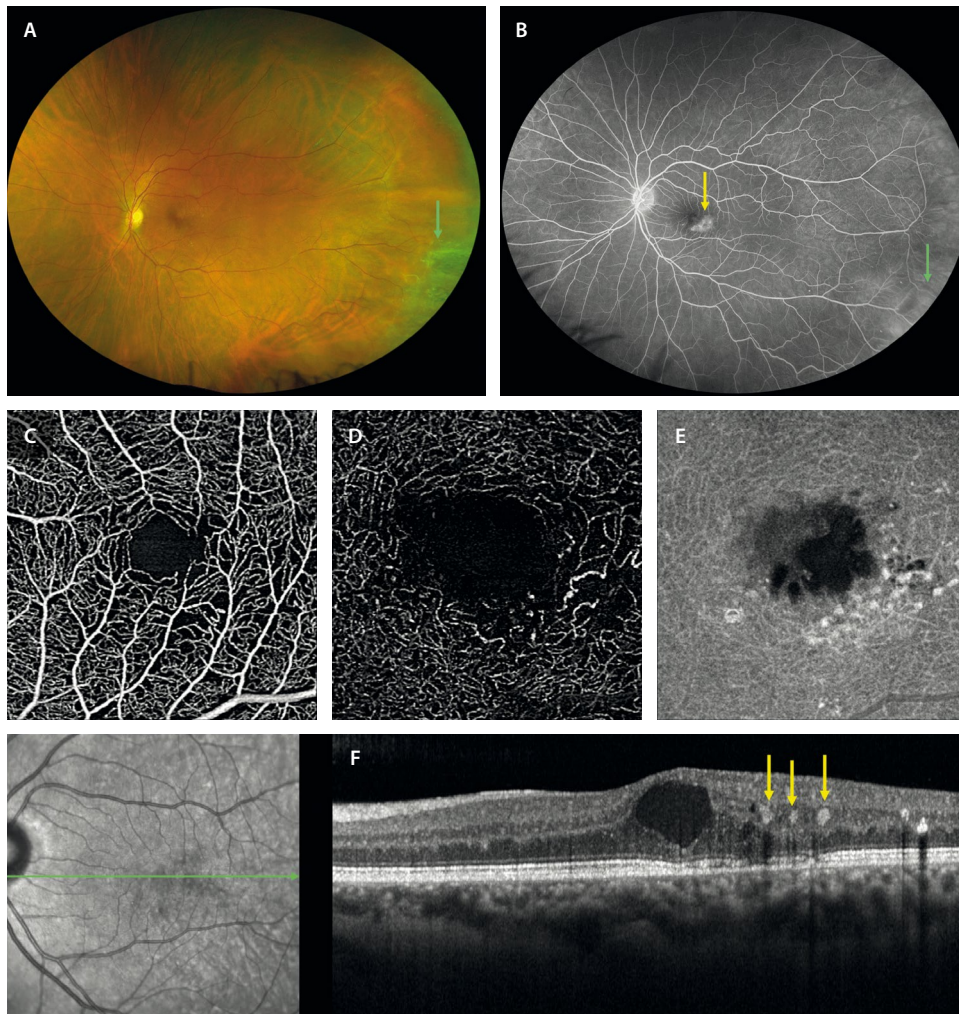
Telangiectasias maculares de tipo 1. A) La retinografía de campo amplio muestra cambios maculares, pero también cambios periféricos telangiectásicos (flecha verde) en estos pacientes. B) La angiografía con fluoresceína de campo amplio demuestra la exudación hiperfluorescente de las lesiones maculares (flecha amarilla) y de las lesiones periféricas (flecha verde). C) Angiografía por tomografía de coherencia óptica del plexo capilar superficial que detecta un agrandamiento de la zona avascular foveal y una disminución de la densidad capilar. D) Estos cambios son más notorios en el plexo capilar profundo, donde se aprecian los cambios telangiectásicos y los aneurismas capilares. E) La imagen *en face* de la tomografía de coherencia óptica estructural permite realzar esos cambios. F) La tomografía de coherencia óptica demuestra un edema macular secundario a los aneurismas capilares (flechas amarillas).
